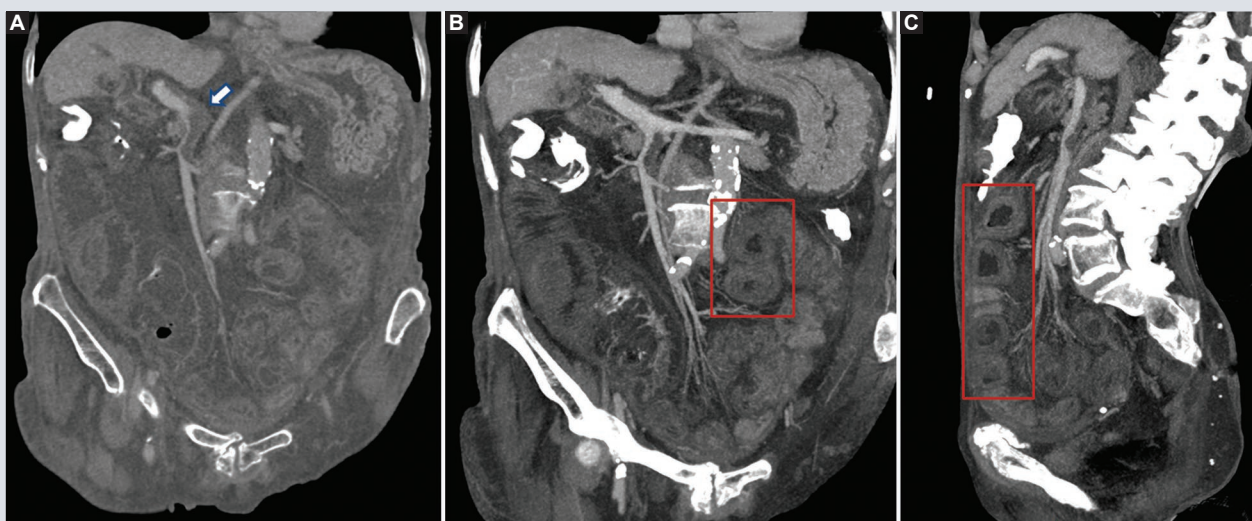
Imágenes de TC abdominal con contraste intravenoso en fase venosa. A: corte coronal, donde se observa defecto de llenado marginal a nivel de la vena porta y vena mesentérica superior (flecha azul). B-C: corte coronal y corte sagital, respectivamente, ambos con MIP. Con los mismos hallazgos, se identifica además el engrosamiento importante de la pared intestinal, con signo de «tiro al blanco» (dentro de cuadros). TC: tomografía computarizada; MIP: proyección en máxima intensidad.
